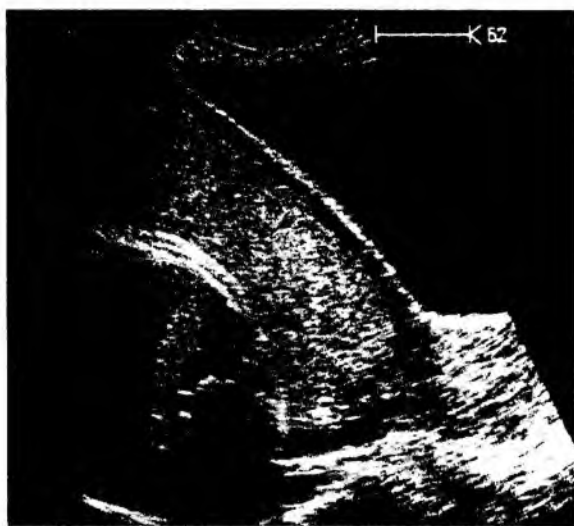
USG-fia (placenta praevia)
